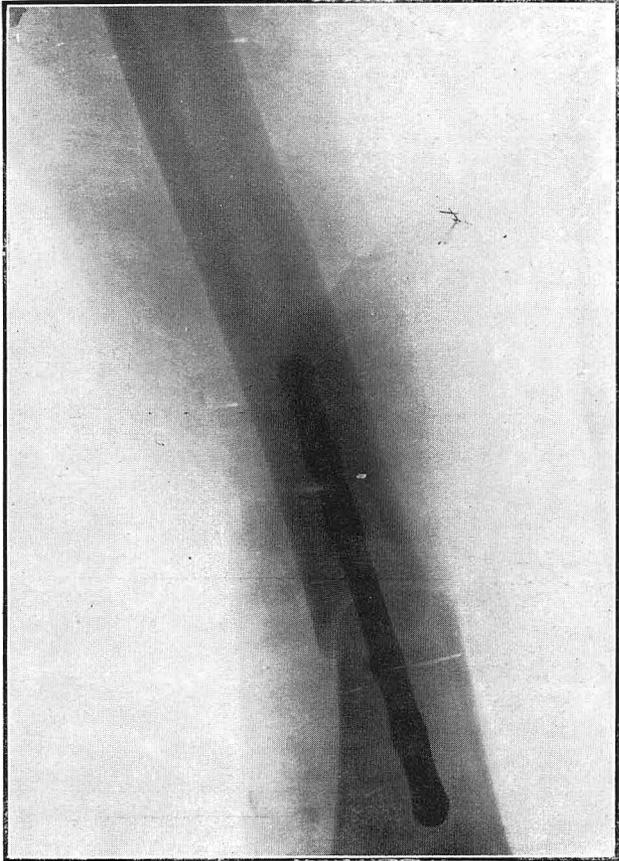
Radiografía No. 10.317
